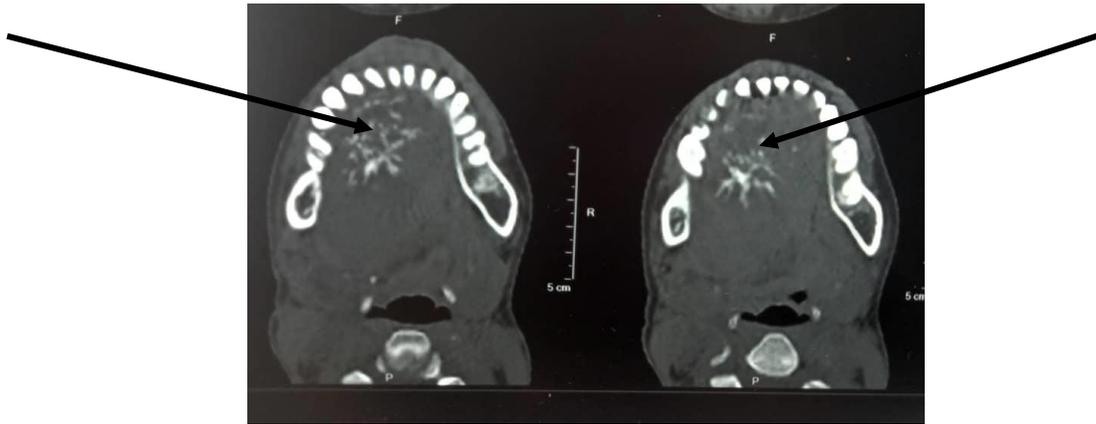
TDM en coupe axiale fenêtre osseuse montrant des calcifications au niveau du plancher buccal droit.
